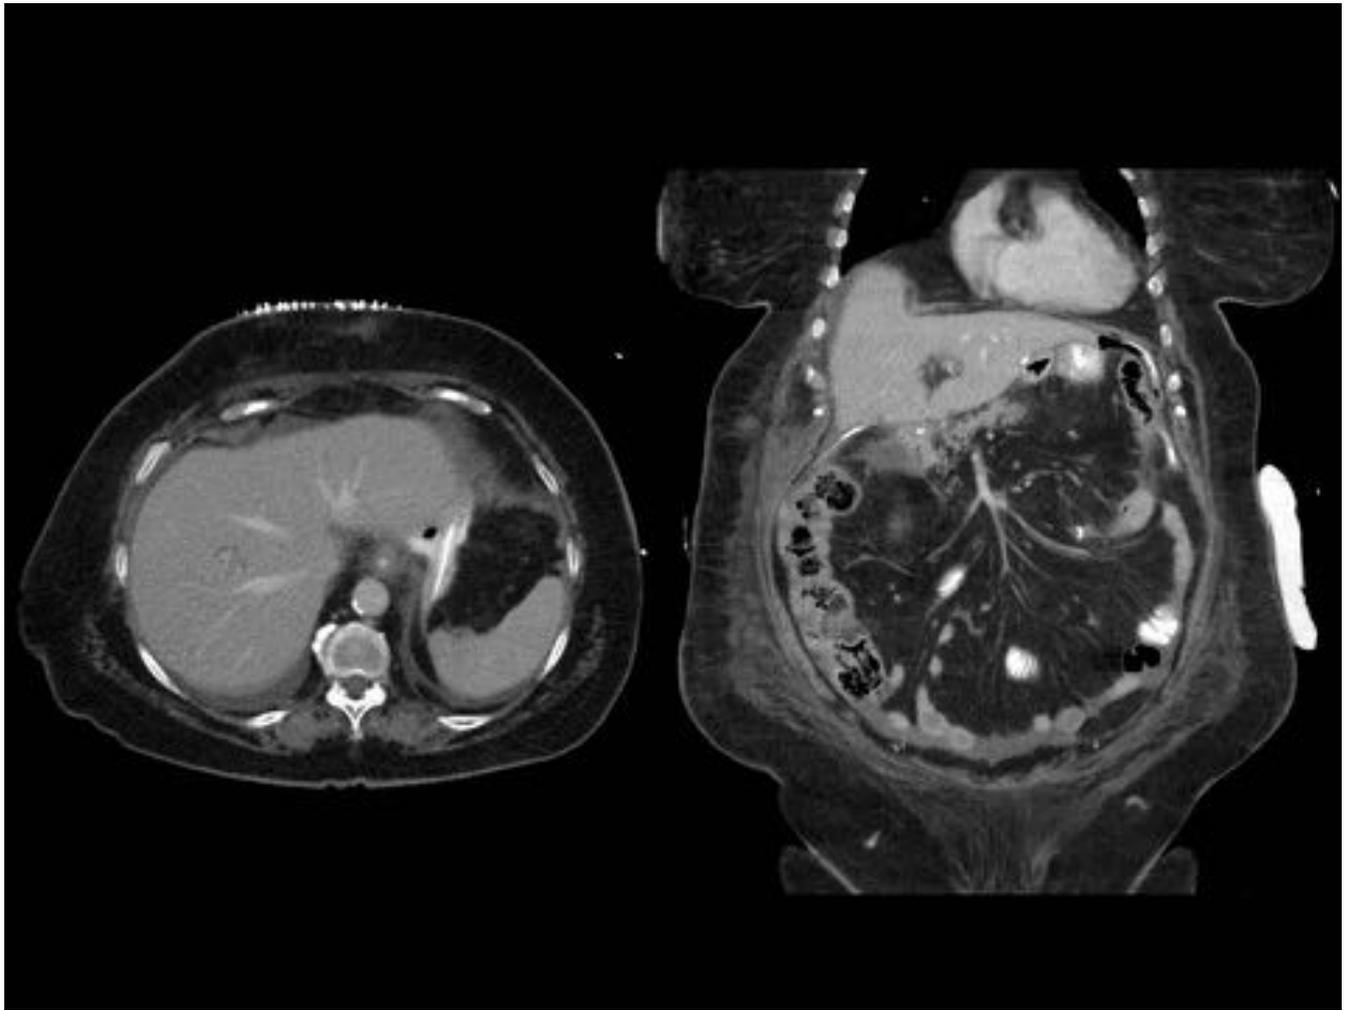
Paciente en 6º día postintervención de gastroectomía total con interposición intestinal. Reconstrucciones imágenes de TC en axial y coronal. Extravasación de gastrografin administrado vía oral desde la vertiente izquierda de la sutura esofago-yeyunal a espacio subfrénico izquierdo. La mayor parte de la fuga de contraste pasa al catéter de drenaje izquierdo y a la bolsa del mismo.
